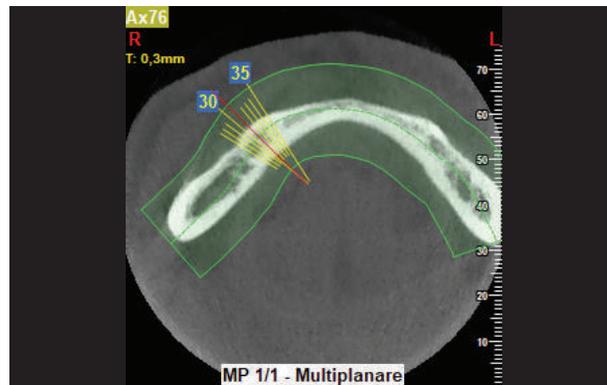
Cone Beam arcata inferiore, ricostruzione multiplanare
